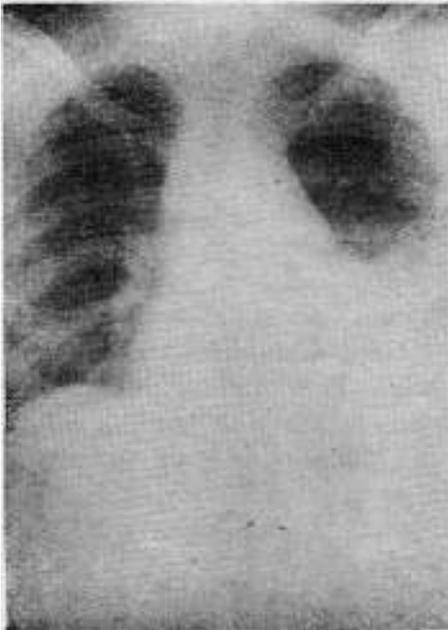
Radiografía de tórax de nuestro enfermo. Se ve el ensanchamiento del mediastino, y el hemotórax izquierdo.
